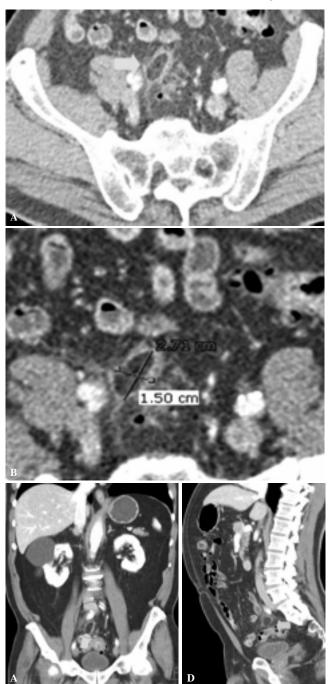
(A-D). Caso Núm. 19. Paciente masculino de 72 años con Sx.DAA y sospecha de enfermedad diverticular complicada al que se le realiza estudio de TC abdominopélvico y en el que se demuestra TAE en topografía del sigmoides, con dimensiones axiales de 2.7 por 1.5 cm. En la ampliación del área de interés (B) y en las reconstrucciones multiplanares coronal y sagital (C y D) se aprecian sus características específicas. Nótese la afección de la grasa periférica al TAE.
